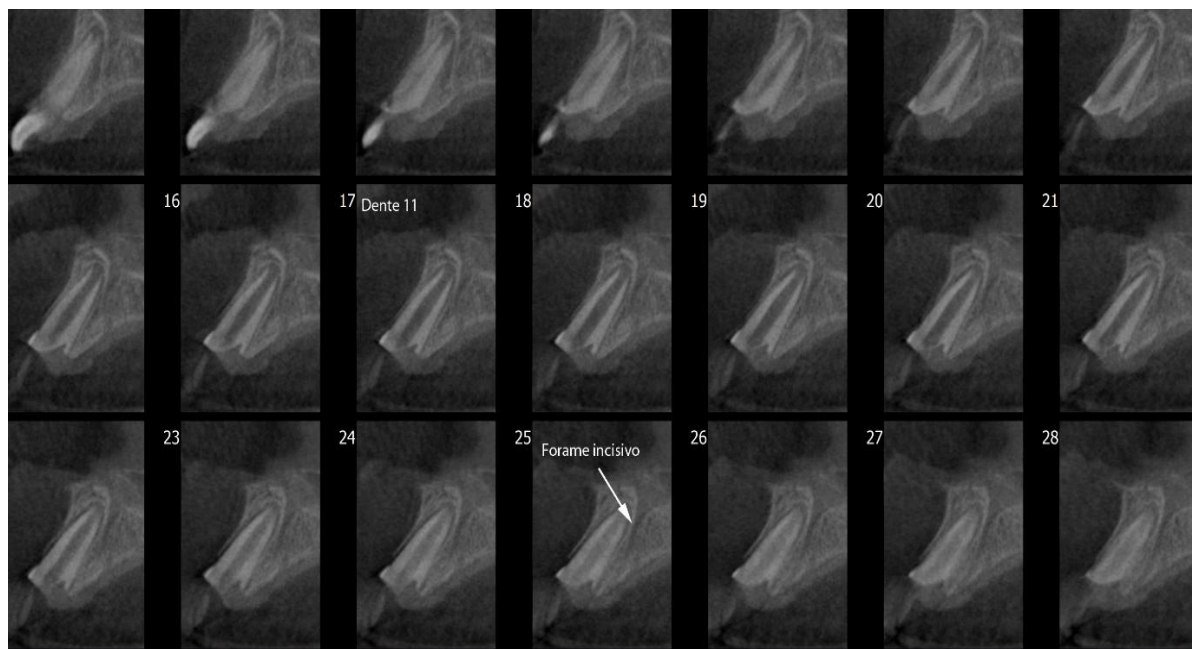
Tomografia computadorizada de feixe cônico do dente 11: a fratura se encontra no nível da crista óssea palatina
